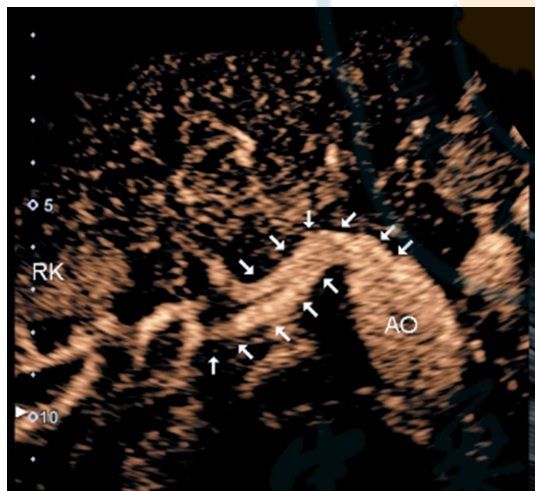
超声造影显示右肾动脉过早分支(白色箭头所示)
